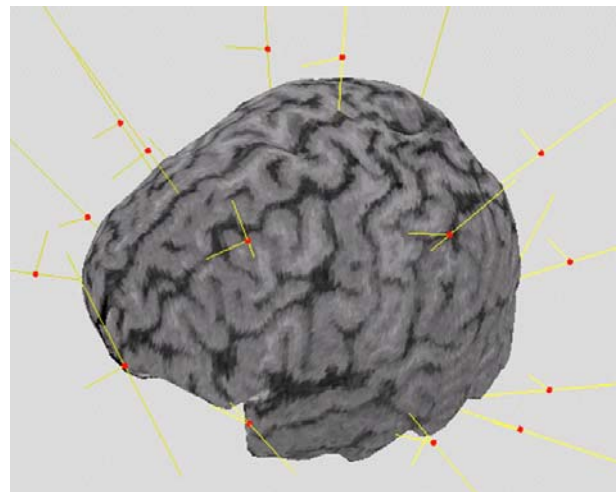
Registered electrodes on three-dimensional reconstructed brain MR images. Small spheres represent the position of scalp electrodes. Straight lines on the spheres represent the trajectory of the pointer.
